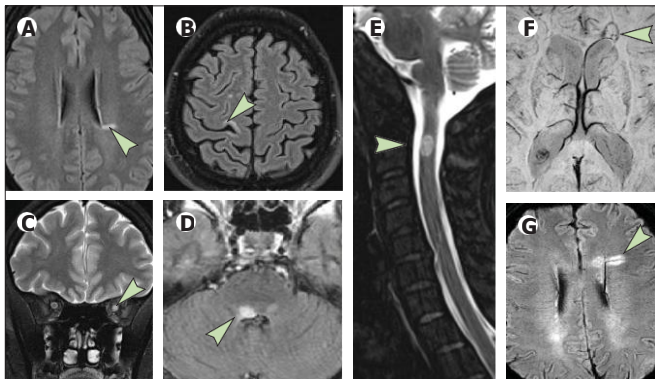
Typical MRI appearance of multiple sclerosis lesions
